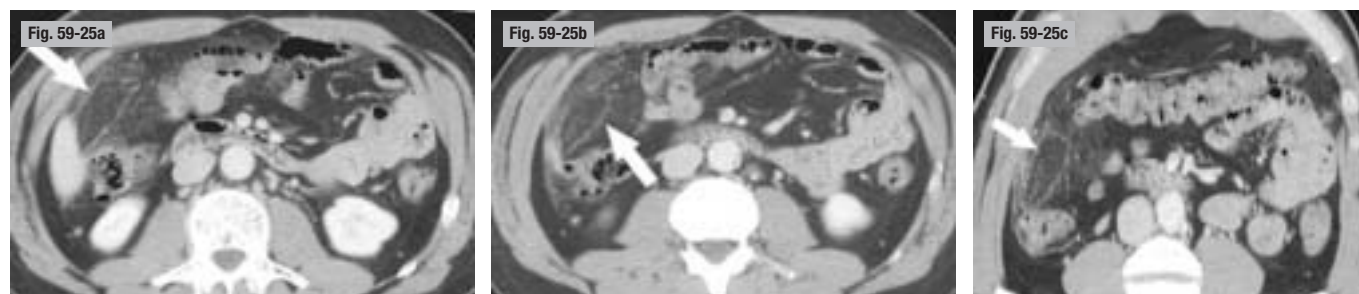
Infarctus du grand omentum.TDM. a et b) Coupes axiales. c) Reconstruction coronale oblique. Aspect inflammatoire et tuméfié de la partie droite du grand omentum (flèches) avec effet de masse sur les structures digestives avoisinantes (refoulement de l'angle colique droit en particulier). Remaniements fibreux intralésionnels et épaississement du péritoine pariétal en regard de la masse.
